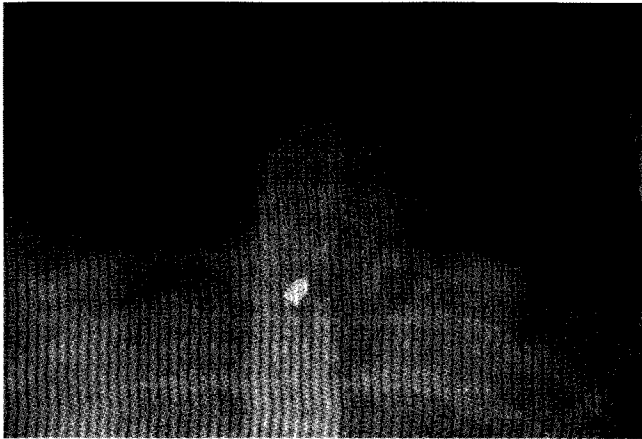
Röntgen-Thorax a. p. Die Projektion des Geschosses auf die Mitte des Spinalkanals ist gut erkennbar. Auch das Fehlen schwerwiegender radiologischer pulmonaler, abdomineller oder kardialer Veränderungen ist gut nachvollziehbar.
